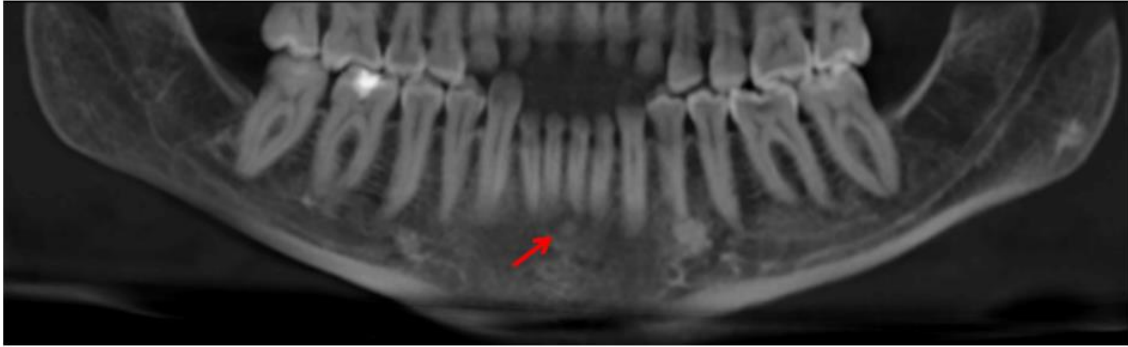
Radiografía panorámica que muestra una imagen de densidad mixta a nivel apical de centrales inferiores, donde se aprecia un centro hiperdenso rodeado por un halo hipodenso. Adicionalmente se observa una imagen hiperdensa a nivel apical del O.D. 34 compatible con Osteosclerosis Idiopática.
